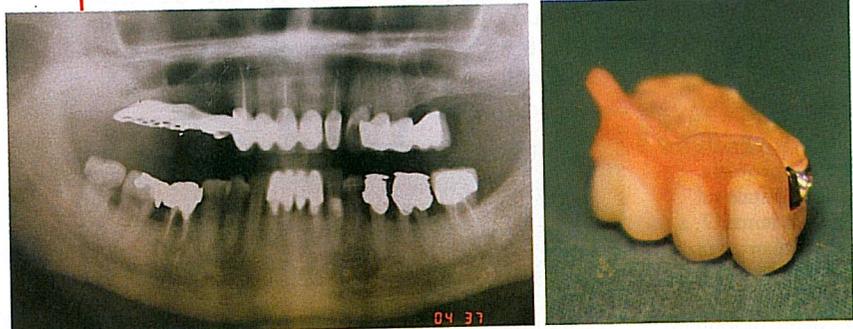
/2 - Radiografia del secondo paziente prima del trattamento. Questo paziente portava da un anno una protesi mobile parziale monolaterale con attacco rigido di precisione.
